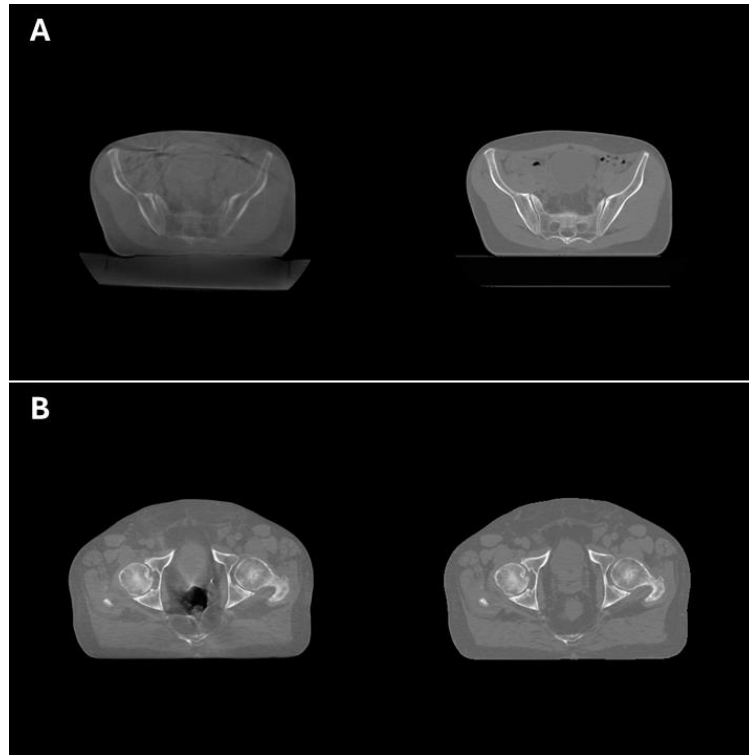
Due esempi di problematicità nelle immagini; in entrambi a sinistra si ha la CBCT; a destra CT. A. Oggetto non isolato: l'alone visibile nell'immagine CBCT è dovuto ad una rimozione del lettino non efficace. B. Errore ricostruzione delle strutture anatomiche.
